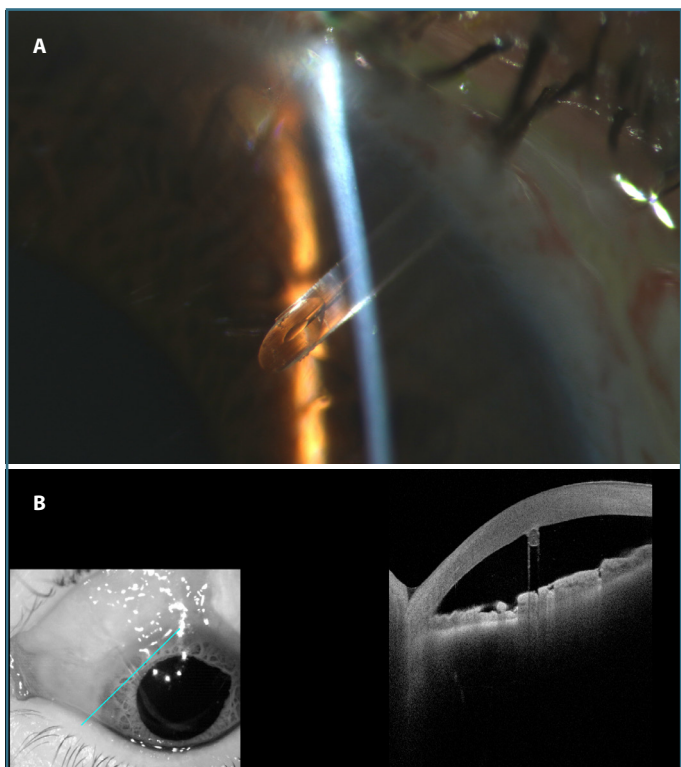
Implante de Preserflo™. (A) Detalle del implante de Preserflo™ colocado muy cerca del endotelio. (B) Tomografía de coherencia óptica de segmento anterior que muestra un corte transversal de Preserflo™ con contacto endotelial.
